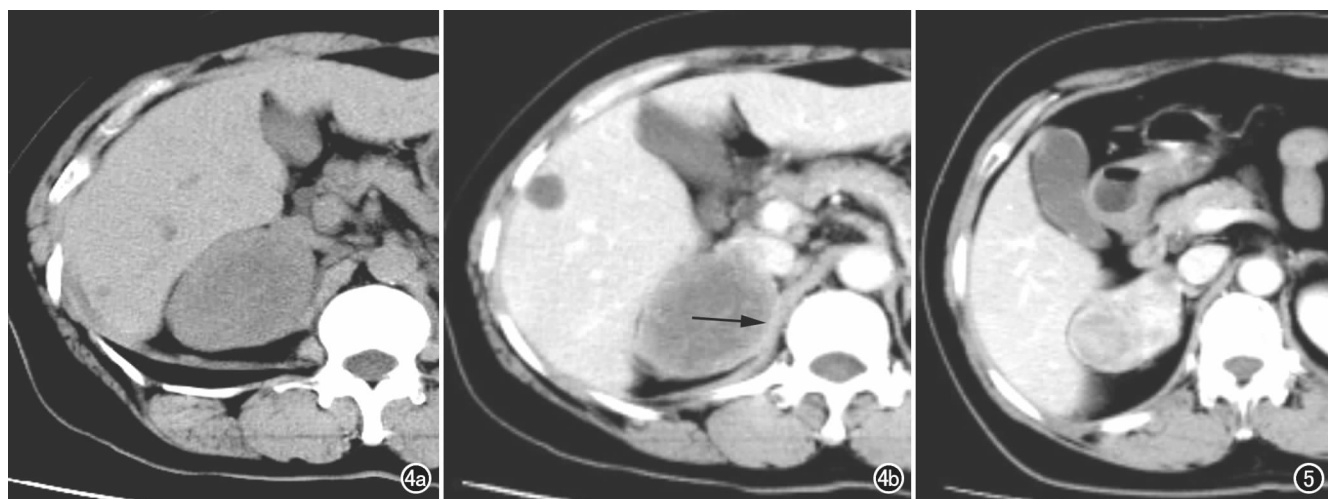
肾上腺皮质瘤。a) CT 平扫示右侧肾上腺区肿瘤,中央部分密度偏低,边缘模糊; b) 增强扫描门脉期示瘤体呈中央型坏死,坏死边缘模糊不清(箭)。图 5 肾上腺皮质瘤,增强扫描门脉期示右侧肾上腺肿瘤,瘤体边缘见结节状强化程度减低区,边缘锐利。
